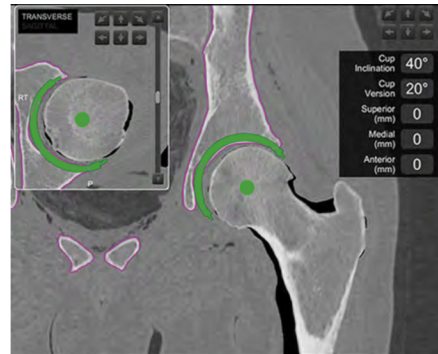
Planificación posición cotilo en TAC.
